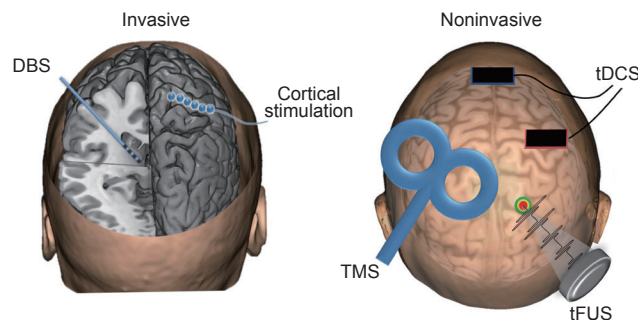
侵入式和非侵入式神经调控技术概述。侵入式的技术包括深部脑刺激(DBS)和颅内脑皮层刺激,前者是将一根电极植入深层的大脑结构中,后者是将电极置于大脑表面。非侵入式技术包括经颅磁刺激(TMS,通常使用一个“8”字形线圈)、经颅直流电刺激(tDCS,通过头皮海绵电极)或经颅聚焦超声刺激(tFUS,使用头皮上的脉冲超声换能器)。
